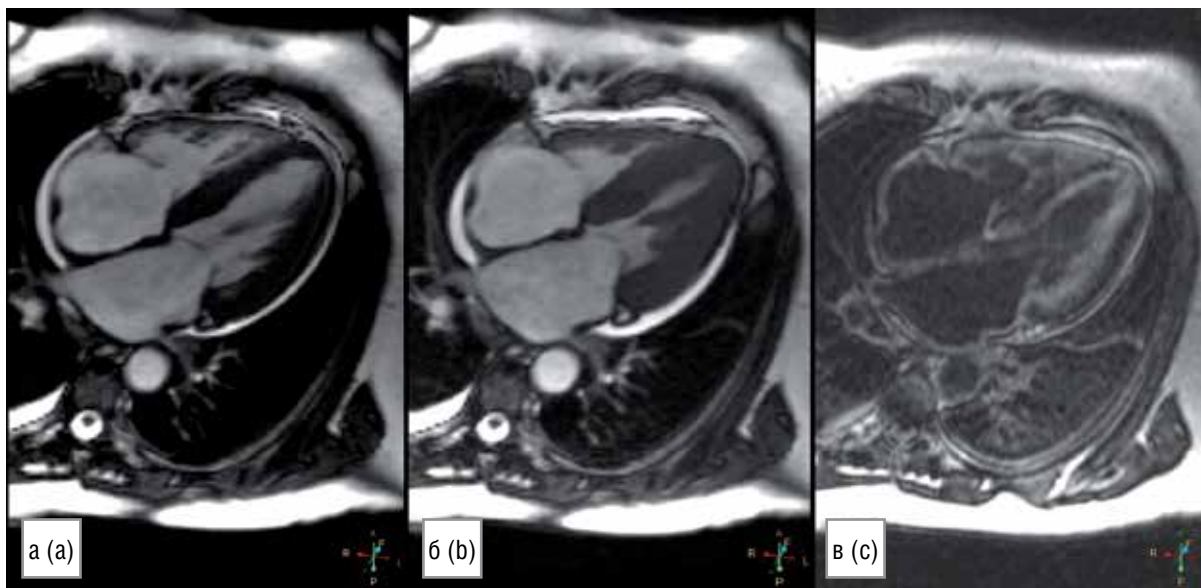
Клинический пример 6. Больная М., 78 лет, диагноз: амилоидоз сердца [собственные данные]. Пациентка длительно страдала артериальной гипертензией, при появлении симптомов сердечной недостаточности было выявлено нарастание толщины миокарда МЖП с 14 до 17 мм. Была направлена на МРТ сердца с контрастированием для подтверждения диагноза амилоидоз сердца.
